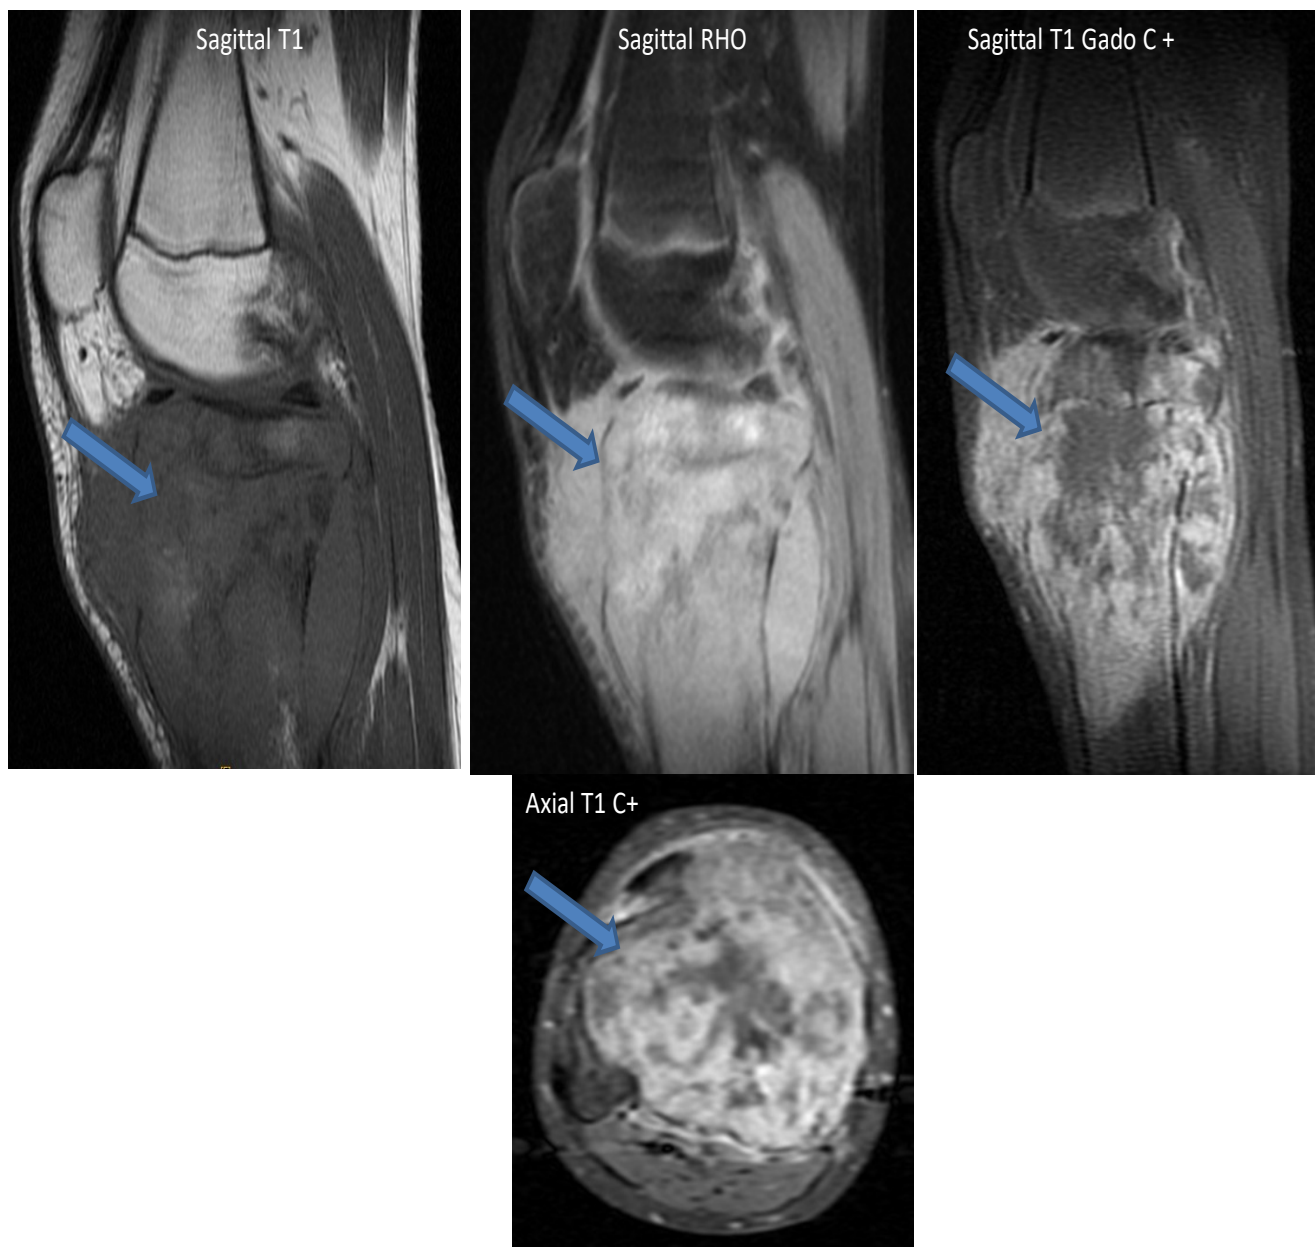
IRM illustrant un ostéosarcome métaphyso-épiphysaire de l'extrémité supérieure du tibia chez une fille de 13 ans
